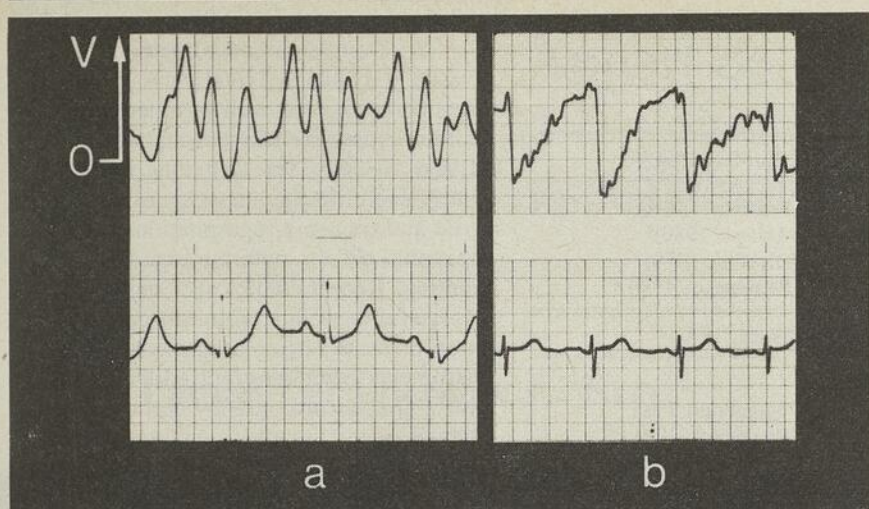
Analyse Doppler du flot mitral. Les vitesses sont inscrites en ordonnée et le temps en abscisse. L'enregistrement a illustre un flot mitral normal et morphologiquement diphasique de la courbe diastolique. L'enregistrement b illustre les modifications du flot (perte du profil diphasique, vitesse croissante jusqu'en fin de diastole) chez un patient ayant une sténose mitrale serrée.
